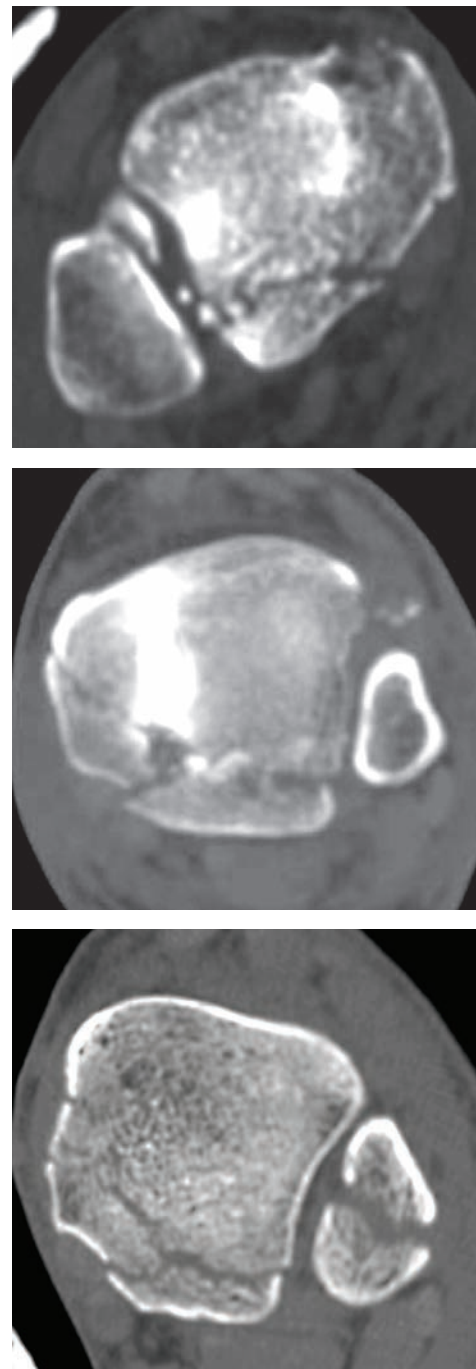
TAC cortes axiales. Se evidencian los patrones de fractura del grado I al III.
